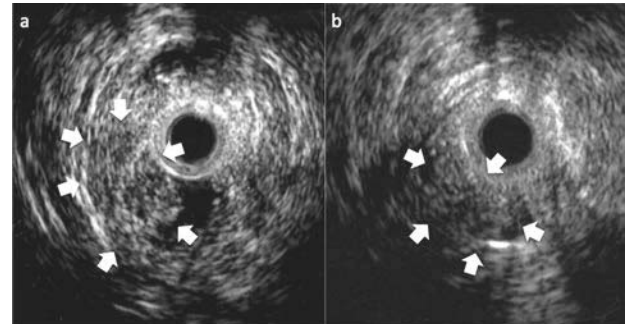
胆管末端 (a) から Vater 乳頭部胆管 (b) にかけて内腔に突出する境界明瞭で内部粗造な低エコー腫瘤を認める (⇒)。
